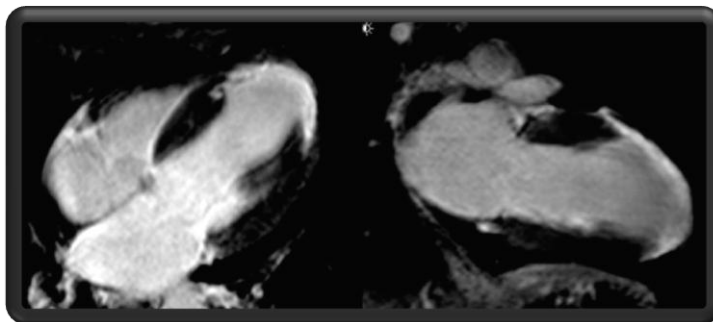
Imagen de cardiorresonancia. Sacada de internet
